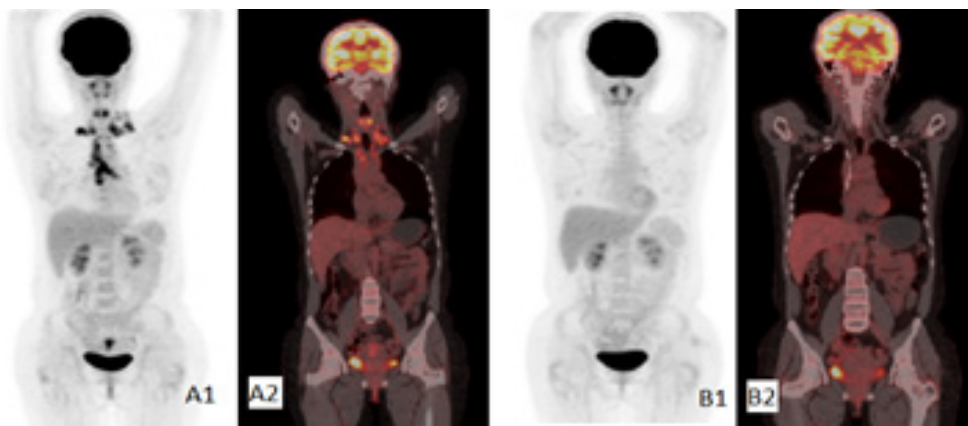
Estudio de PET-CT, utilidad en evaluación de tratamiento (A) Estudio basal: A1. Imagen PET 3D, A2. Imagen fusión coronal, (B) Estudio pos tratamiento: B1. Imagen PET 3D, B2. Imagen fusión coronal
